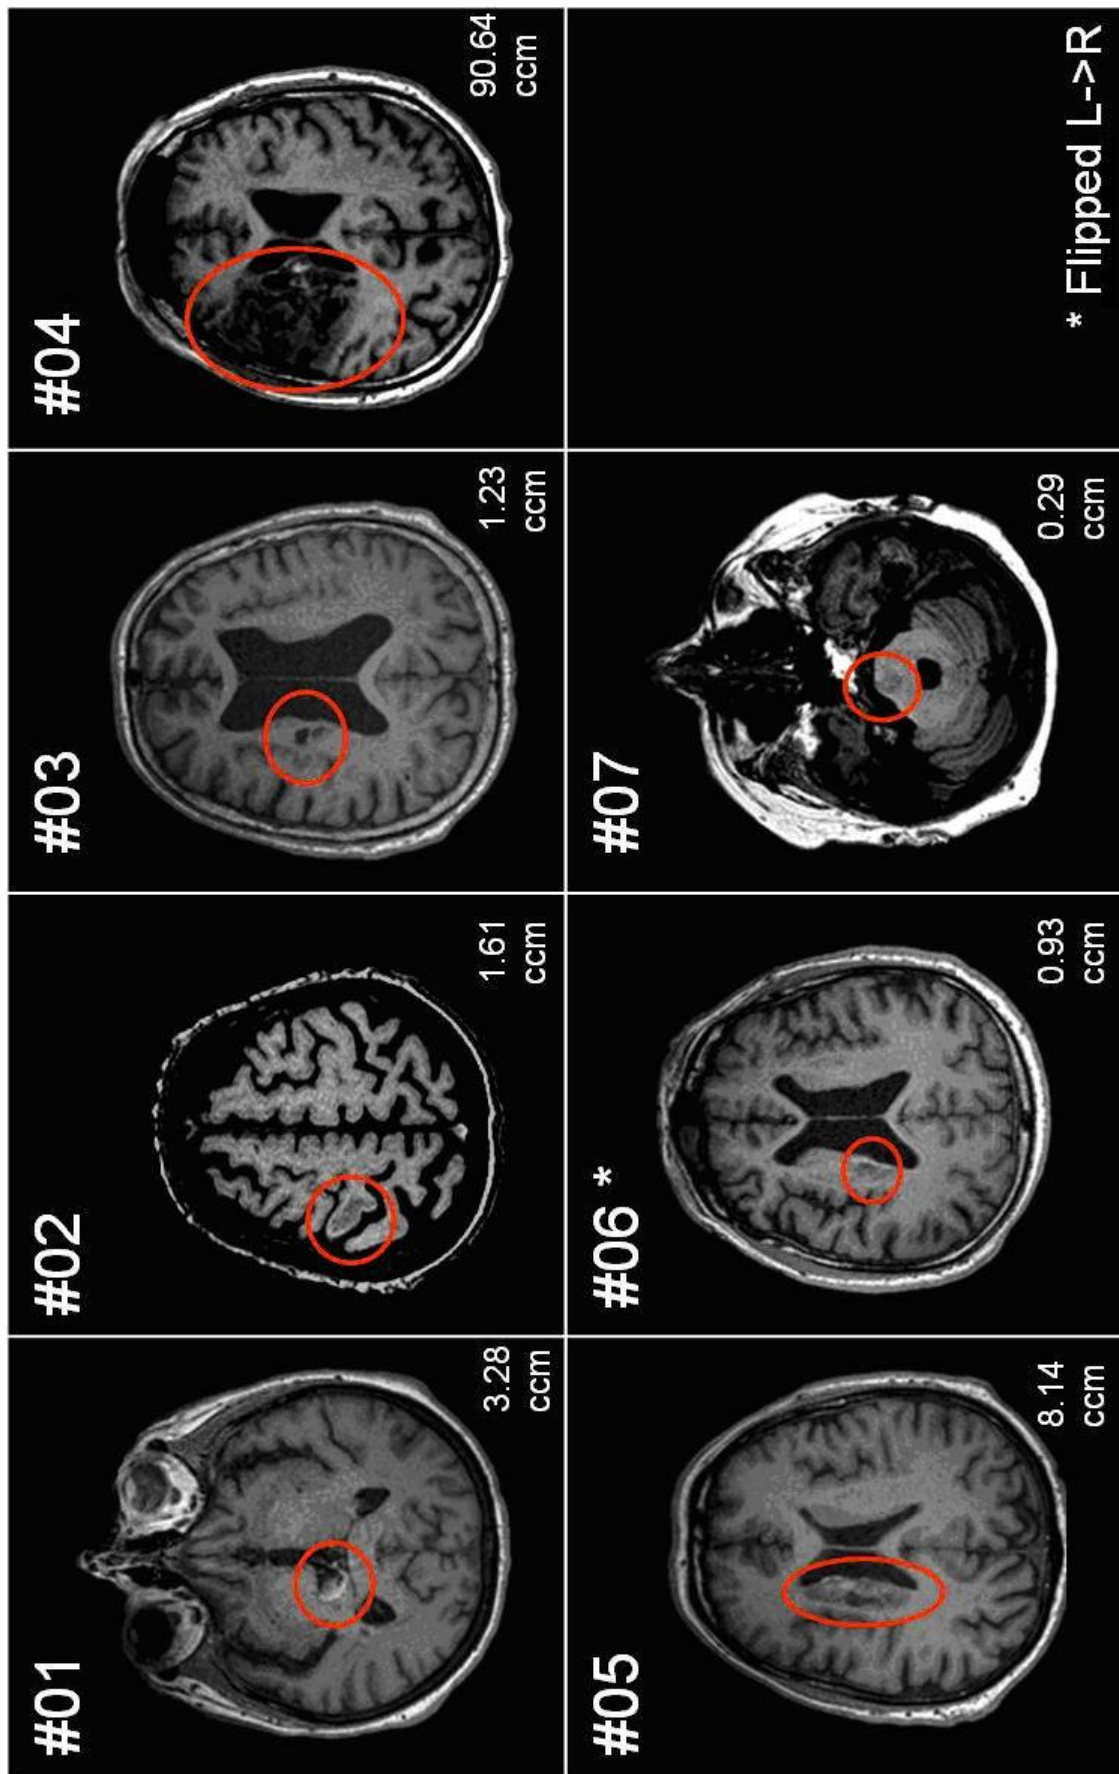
MRT Bilder zur Lokalisation und Infarktgrößendarstellung
